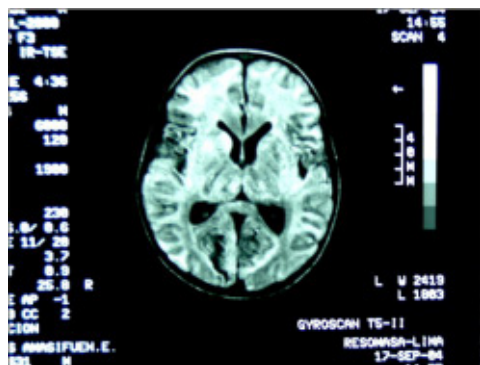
RMN al 29º día.
